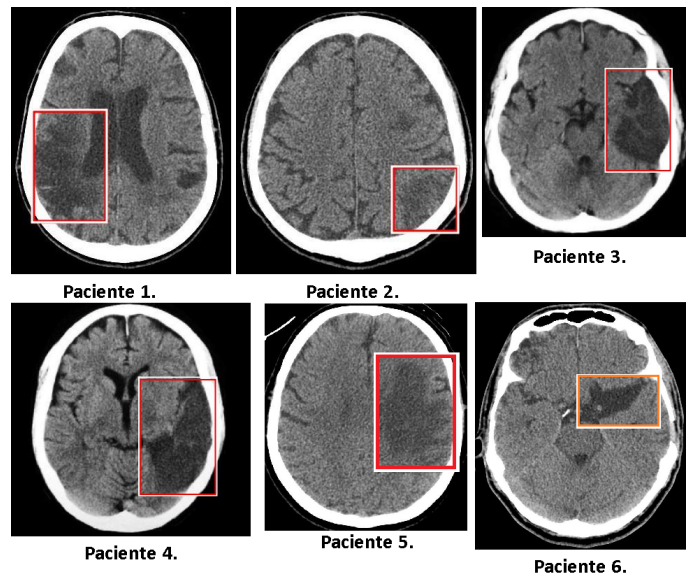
Tomografias de testes dos pacientes.
